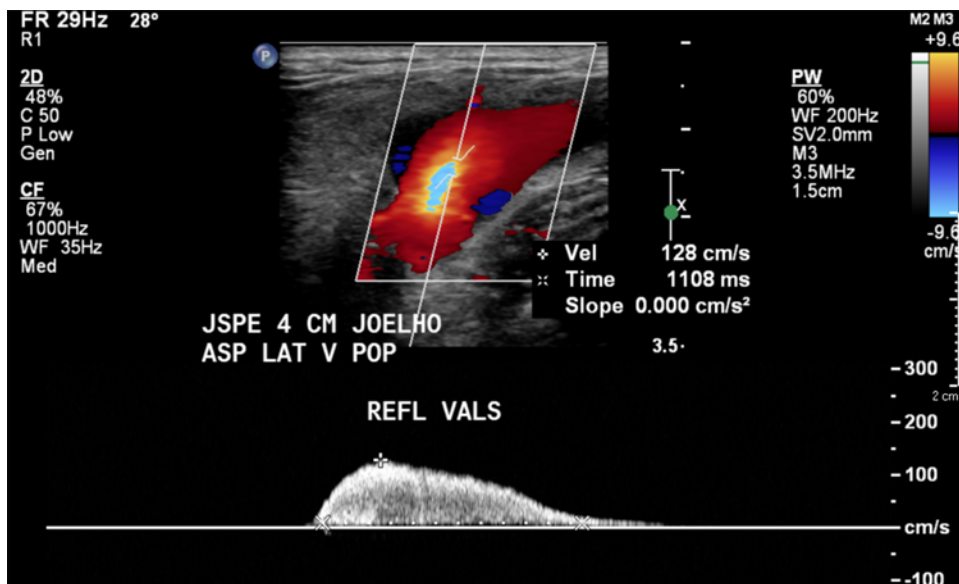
Modo Doppler colorido e pulsado da junção safenopoplíteia esquerda (corte longitudinal)
